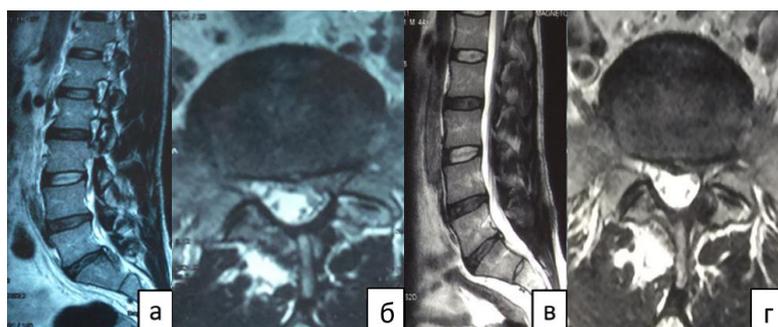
Пациент Б., 39 лет, симптоматичная левосторонняя грыжа межпозвонкового диска грыжа LV-SI с каудальной миграцией: а – сагиттальная МРТ-грамма поясничного отдела позвоночника до операции; б – фронтальная МРТ-грамма поясничного отдела позвоночника до операции; в – сагиттальная МРТ-грамма поясничного отдела позвоночника через 59 месяцев после эндоскопической дискэктомии LV-SI по Destandau слева; г – фронтальная МРТ-грамма поясничного отдела позвоночника через 59 месяцев после эндоскопической дискэктомии LV-SI по Destandau слева
